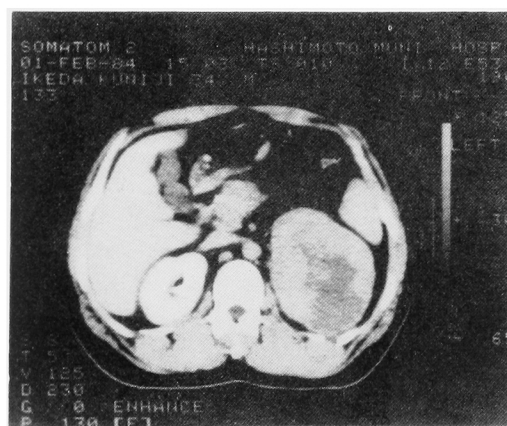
Abdominal CT scan shows retroperitoneal tumor in the left suprarenal region with small foci of calcification.
